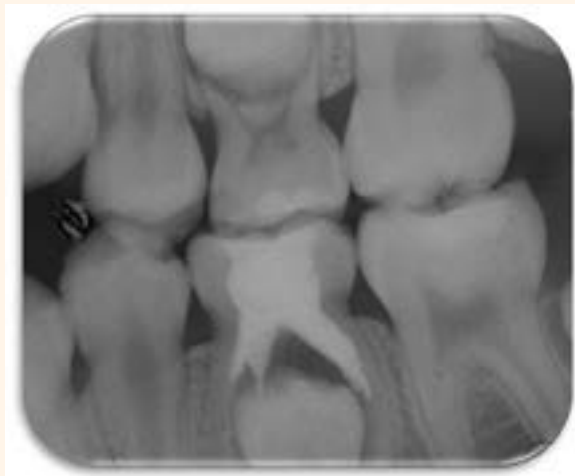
En la radiografía (a) se aprecia la lesión infecciosa, en la zona de la furca. Más tarde, es visible la lesión de tipo hipoplásico en el premolar subyacente (b).
